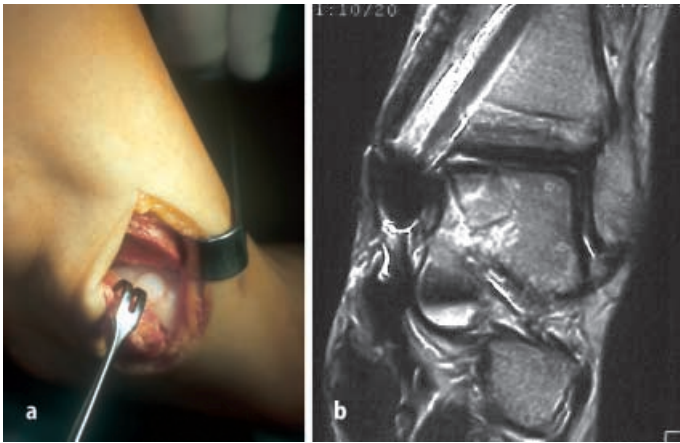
▲ a, b (Operationssitus/MRT im Verlauf) A.M., weiblich, 18 Jahre, OSG links, medialer Talus. Linkes Bild zeigt den Operationssitus nach Innenknöchelosteotomie und Transplantation des 1. Zylinders; 3 Monate postoperativ (OATS-Therapie mit 2×11-mm-Zylindern und Osteotomie des medialen Malleolus); postoperatives MRT am linken OSG. Ein Zylinder wird schön dargestellt. Die Gelenkflächen sind kongruent
